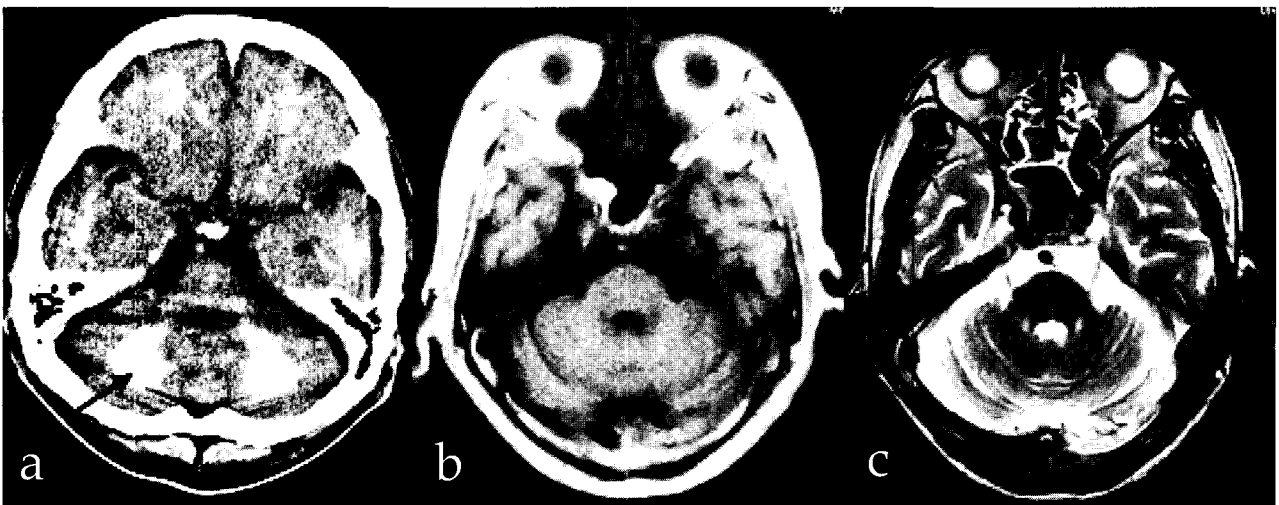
a. CT scan shows bilateral symmetrical calcification in the dentate nuclei(black arrow) and white matter. b-c. On MRI, dentate nuclei calcification shows iso signal in the T1WI† and T2WI‡
